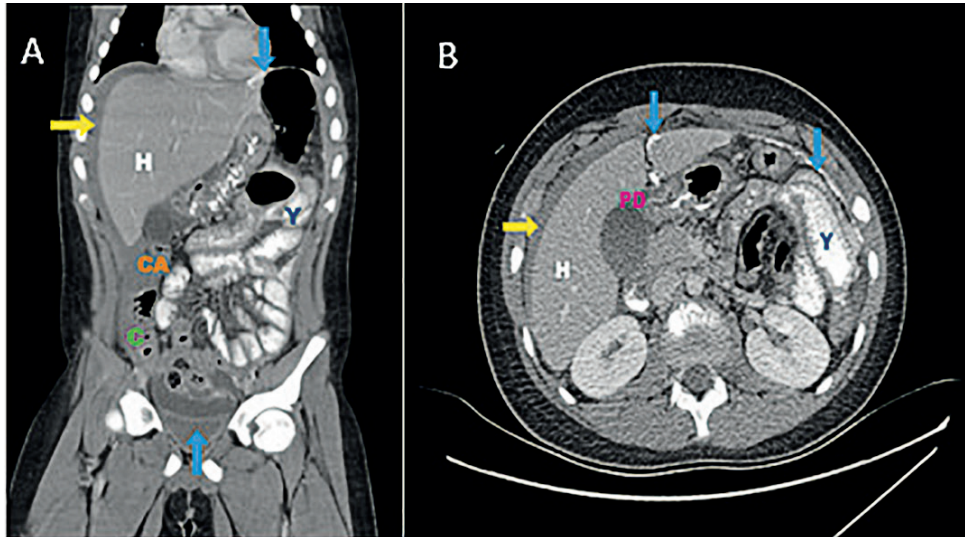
Tomografía computarizada abdominal contrastada (A: Corte sagital, B: corte axial). Perforación duodenal (PD) y extravasación del medio de contraste oral (flecha azul), abundante líquido libre (flecha amarilla). Se observa hepatomegalia (H) y engrosamiento del yeyuno (Y), ciego (C) y colon ascendente (CA). Fuente: los autores.
